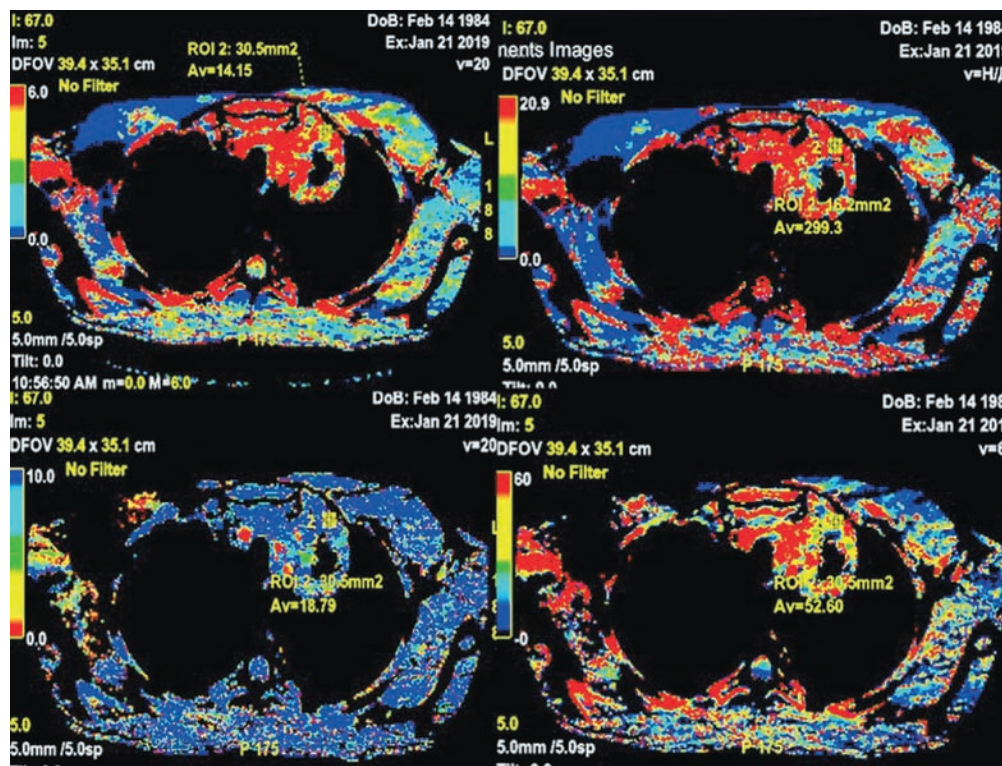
Лимфома в парамедиастинальных отделах верхней доли левого легкого. Низкодозная перфузионная компьютерная томография. Исследование выполнено при использовании рентгеноконтрастного препарата «Йомепрол», скорость введения 4,5 мл / с, время перфузионного сканирования — 160 с. На цветовой карте в верхней доле левого легкого визуализируется образование с высокими показателями перфузии
